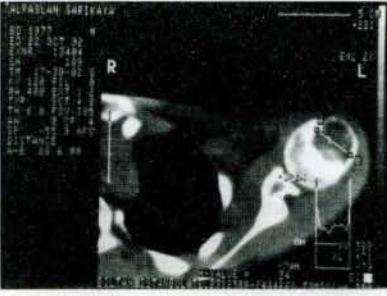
Lezyonun BT tetkiki
